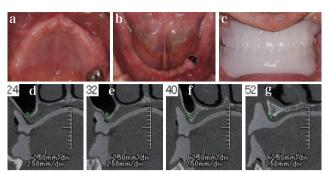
70 歳男性. IOD の設計のためバリウム入りの試適義歯を装着した状態のCT画像. 7 6 5 1 および前歯部 (d, e, f, g) の横断面. 顎堤とそれを裏打ちしている顎骨とは異なっていることと, IOD は粘膜上に載っていることを再認識することが肝要. リジット IOD では, 義歯の動きが全くないため両側性バランスを利用できず, 義歯の粘膜への沈み込みにも拮抗して, 咬合力のほとんどをインプラント支台が負担しなければならない. そのため, 固定性インプラント補綴と同様な負担に耐えられる設計が必要となる.
